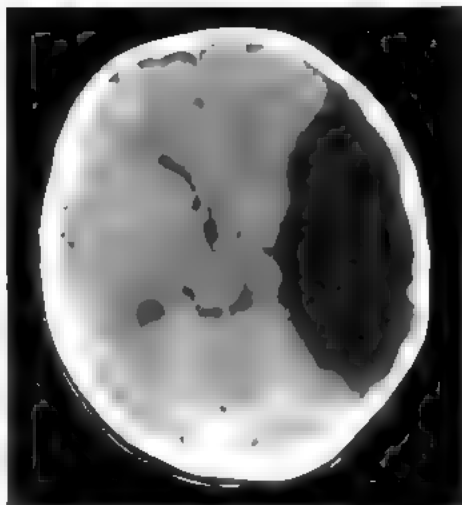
Арахноидальная киста левой латеральной (сильвиевой) щели мозга: КТ, аксиальная проекция. Видны сдавление левого бокового желудочка, деформация левых отделов охватывающей цистерны за счет смещения медиальных отделов левой височной доли (начинающегося латерального тенториального вклинения)
